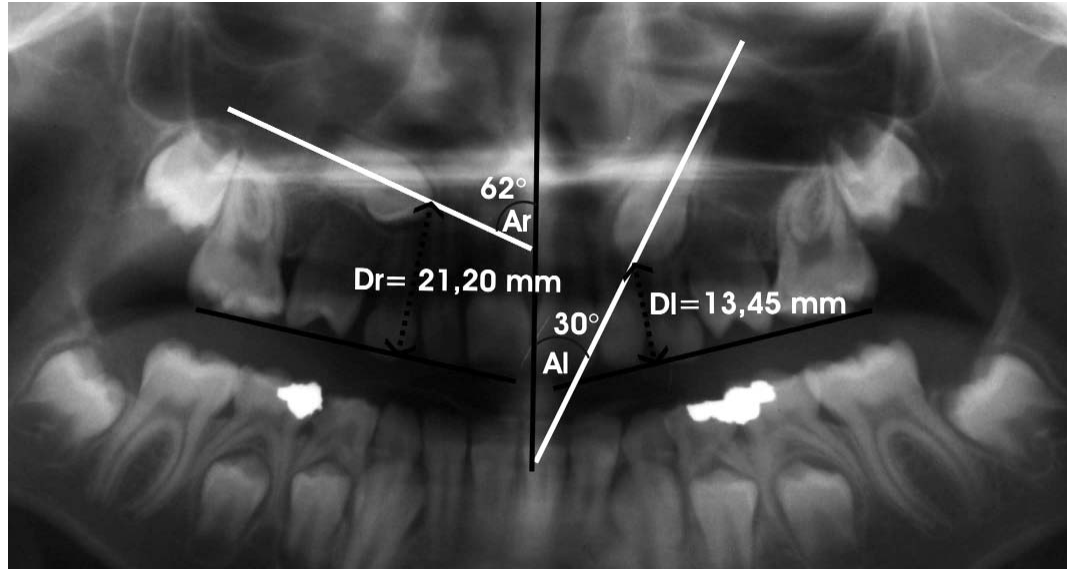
The measurements made for angular evaluation on panoramic radiographs according to description of Ericson and Kuro'l (4). Dr is the distance of right canine crown tip to occlusal plane and Ar is the angle between midline and the long axis of the right canine. Dl represents the distance of left canine crown tip to occlusal plane and Al, the angle between midline and the long axis of the right canine.
